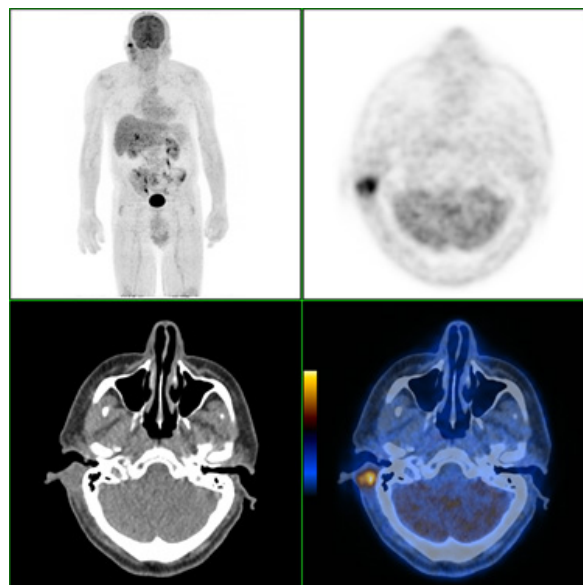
Exame PET/CT com FDG-F18 que identifica o carcinoma epidermóide de localização pré e retro auricular (invadindo a parótida direita e com metastização, ganglionar latero-cervical e cutânea, homolateral). Sem localizações secundárias a outros níveis.
